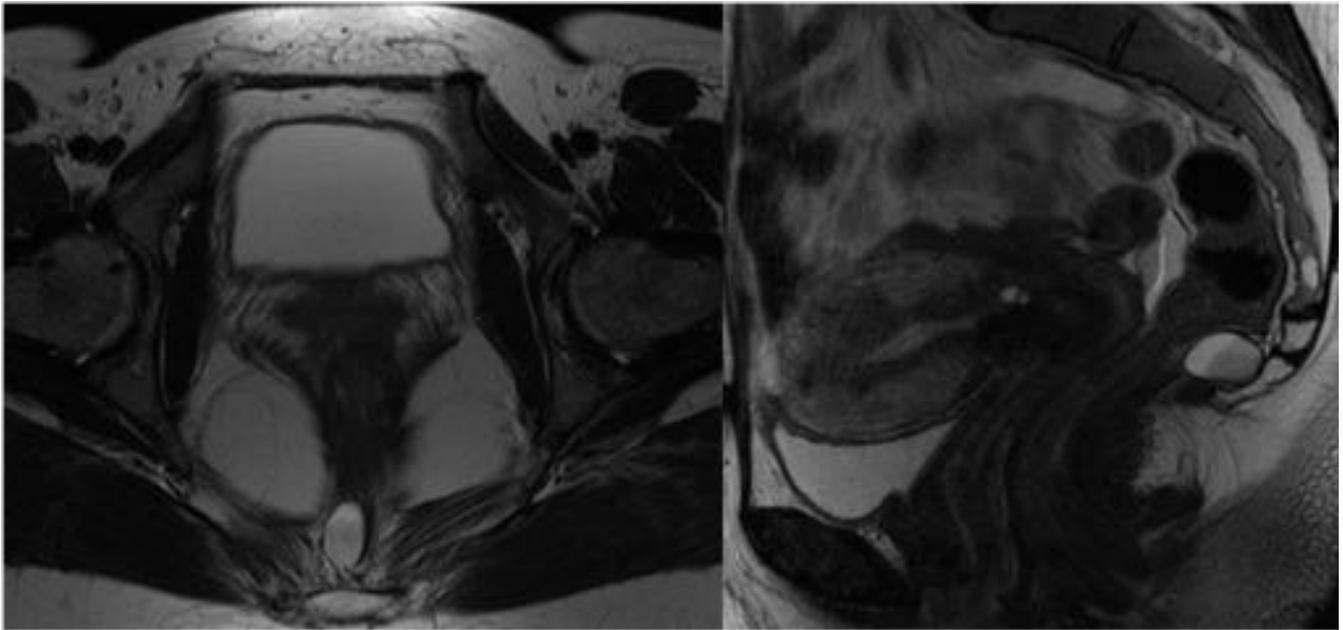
RM de p elvis axial y sagital T2. Lesi n qu stica retrorectal con contenido hem tico en relacion con quiste epid rmico.
